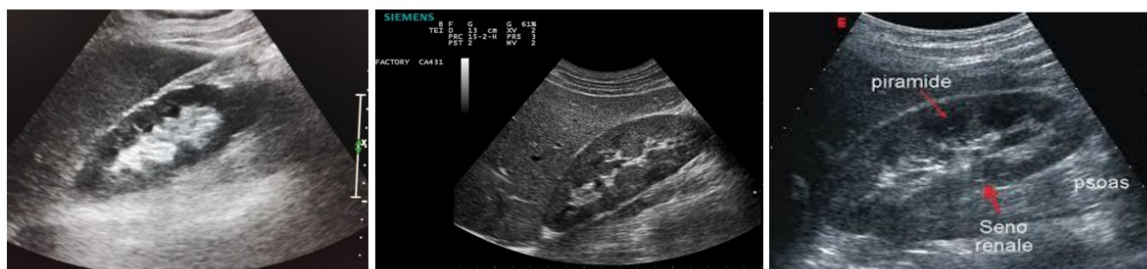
Esempi di ecografie di reni: si può distinguere capsula renale, parenchima, seno renale. [17]
